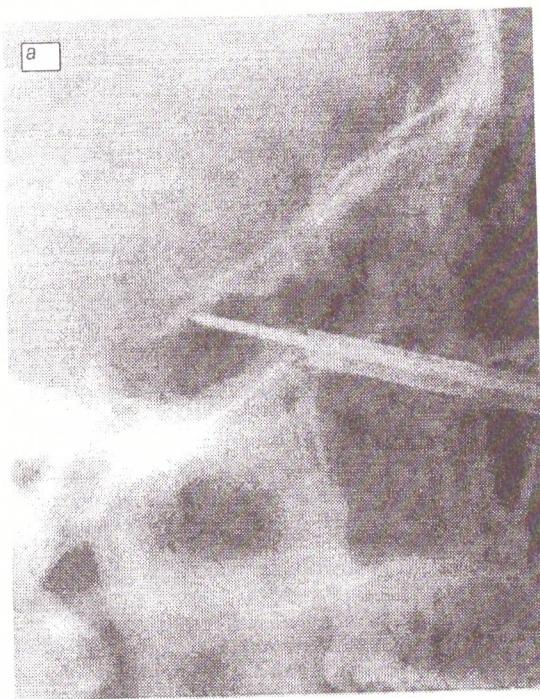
Рентгенограмма черепа в боковой проекции. Трепан-направитель располагается у передней стенки основной пазухи (а) и у дна турецкого седла (б)
